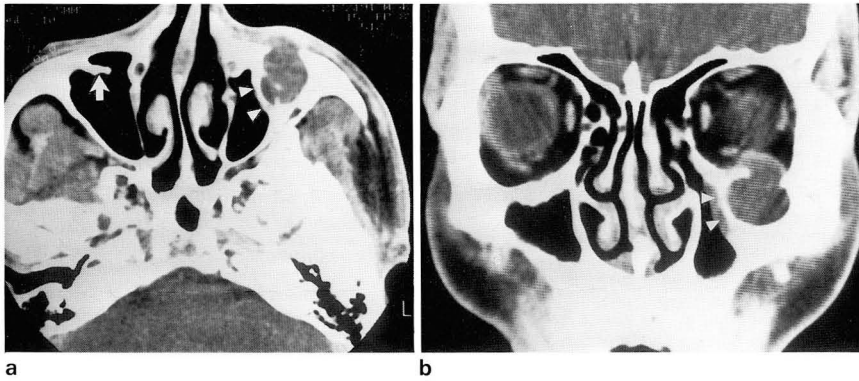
Forty-five-year-old man with a mucocoele in septated maxillary sinus. axial (a) and coronal (b) CT images show a round cystic mass in upper and anterior portion of the left maxillary sinus with intraorbital extension. There is a thin bony wall between the lesion and the normally aerated antral cavity (arrowheads). The lesion was excised surgically and was diagnosed as a mucocoele. Note an incomplete bone septum in the anterior wall of the right maxillary sinus (arrow).
